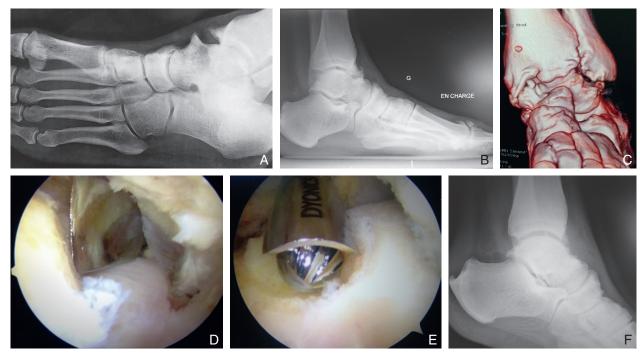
a-c. Imagerie préopératoire : conflit osseux antérieur. d. Nettoyage osseux de l'éperon tibial antérieur au ciseau. e. Nettoyage osseux de l'éperon du col de l'astragale à la fraise motorisée. f. Radiographie postopératoire. (voir aussi vidéos 123.2 et 123.3).
